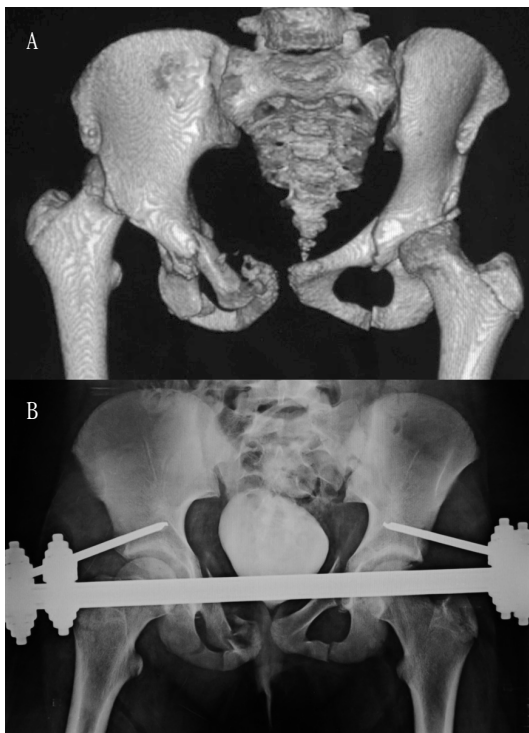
A. TAC de pelvis de una niña de 5 años, que demuestra una lesión de anillo pélvico tipo Torode-Zieg 4. B. Estabilización con fijador externo supraacetabular.
